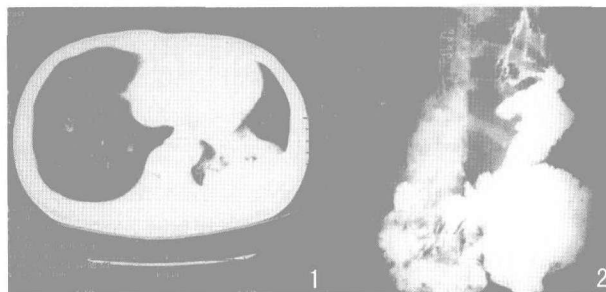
本例 CT 检查所见 图 2 术前消化道钡餐造影见钡剂通过食管顺利, 进入胃腔后经头低体高位观察, 部分钡剂通过胃底进入左肺下叶, 左肺下叶树枝状显影
